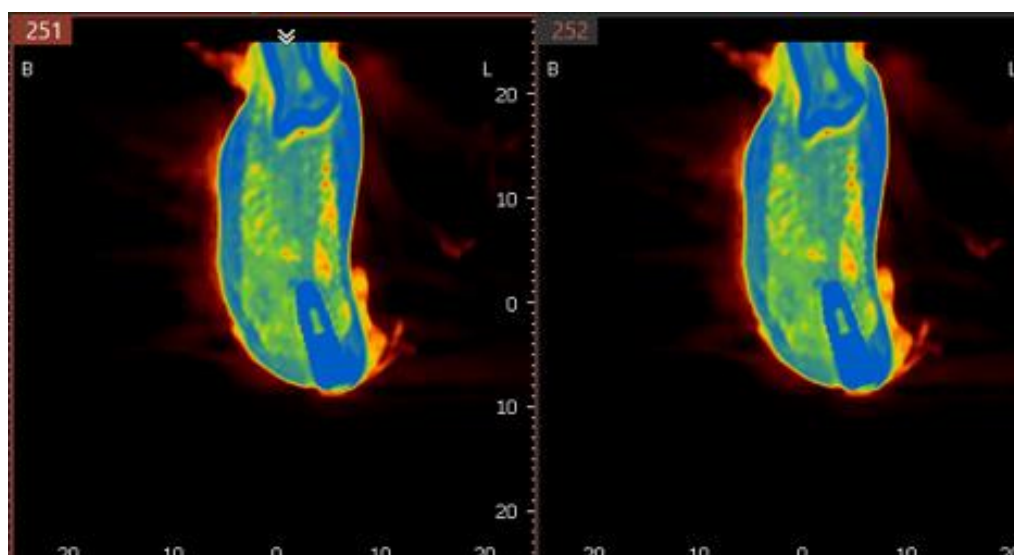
Томограмма на уровне имплантата 1.3, определяется неравномерная плотность костной ткани по периферии имплантата
